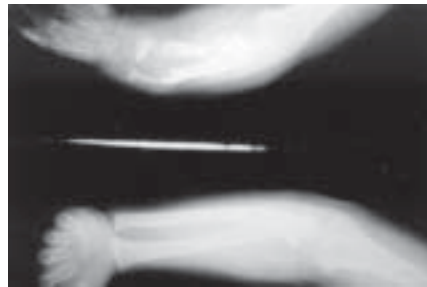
Radiografia demonstrando sinais característicos da pseudartrose congênita
